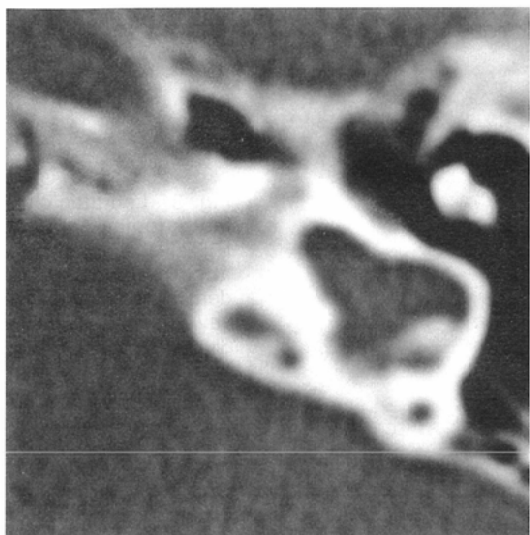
Cochlear aplasia. Only a dilated vestibule can be detected in the inner ear on HRCT.
